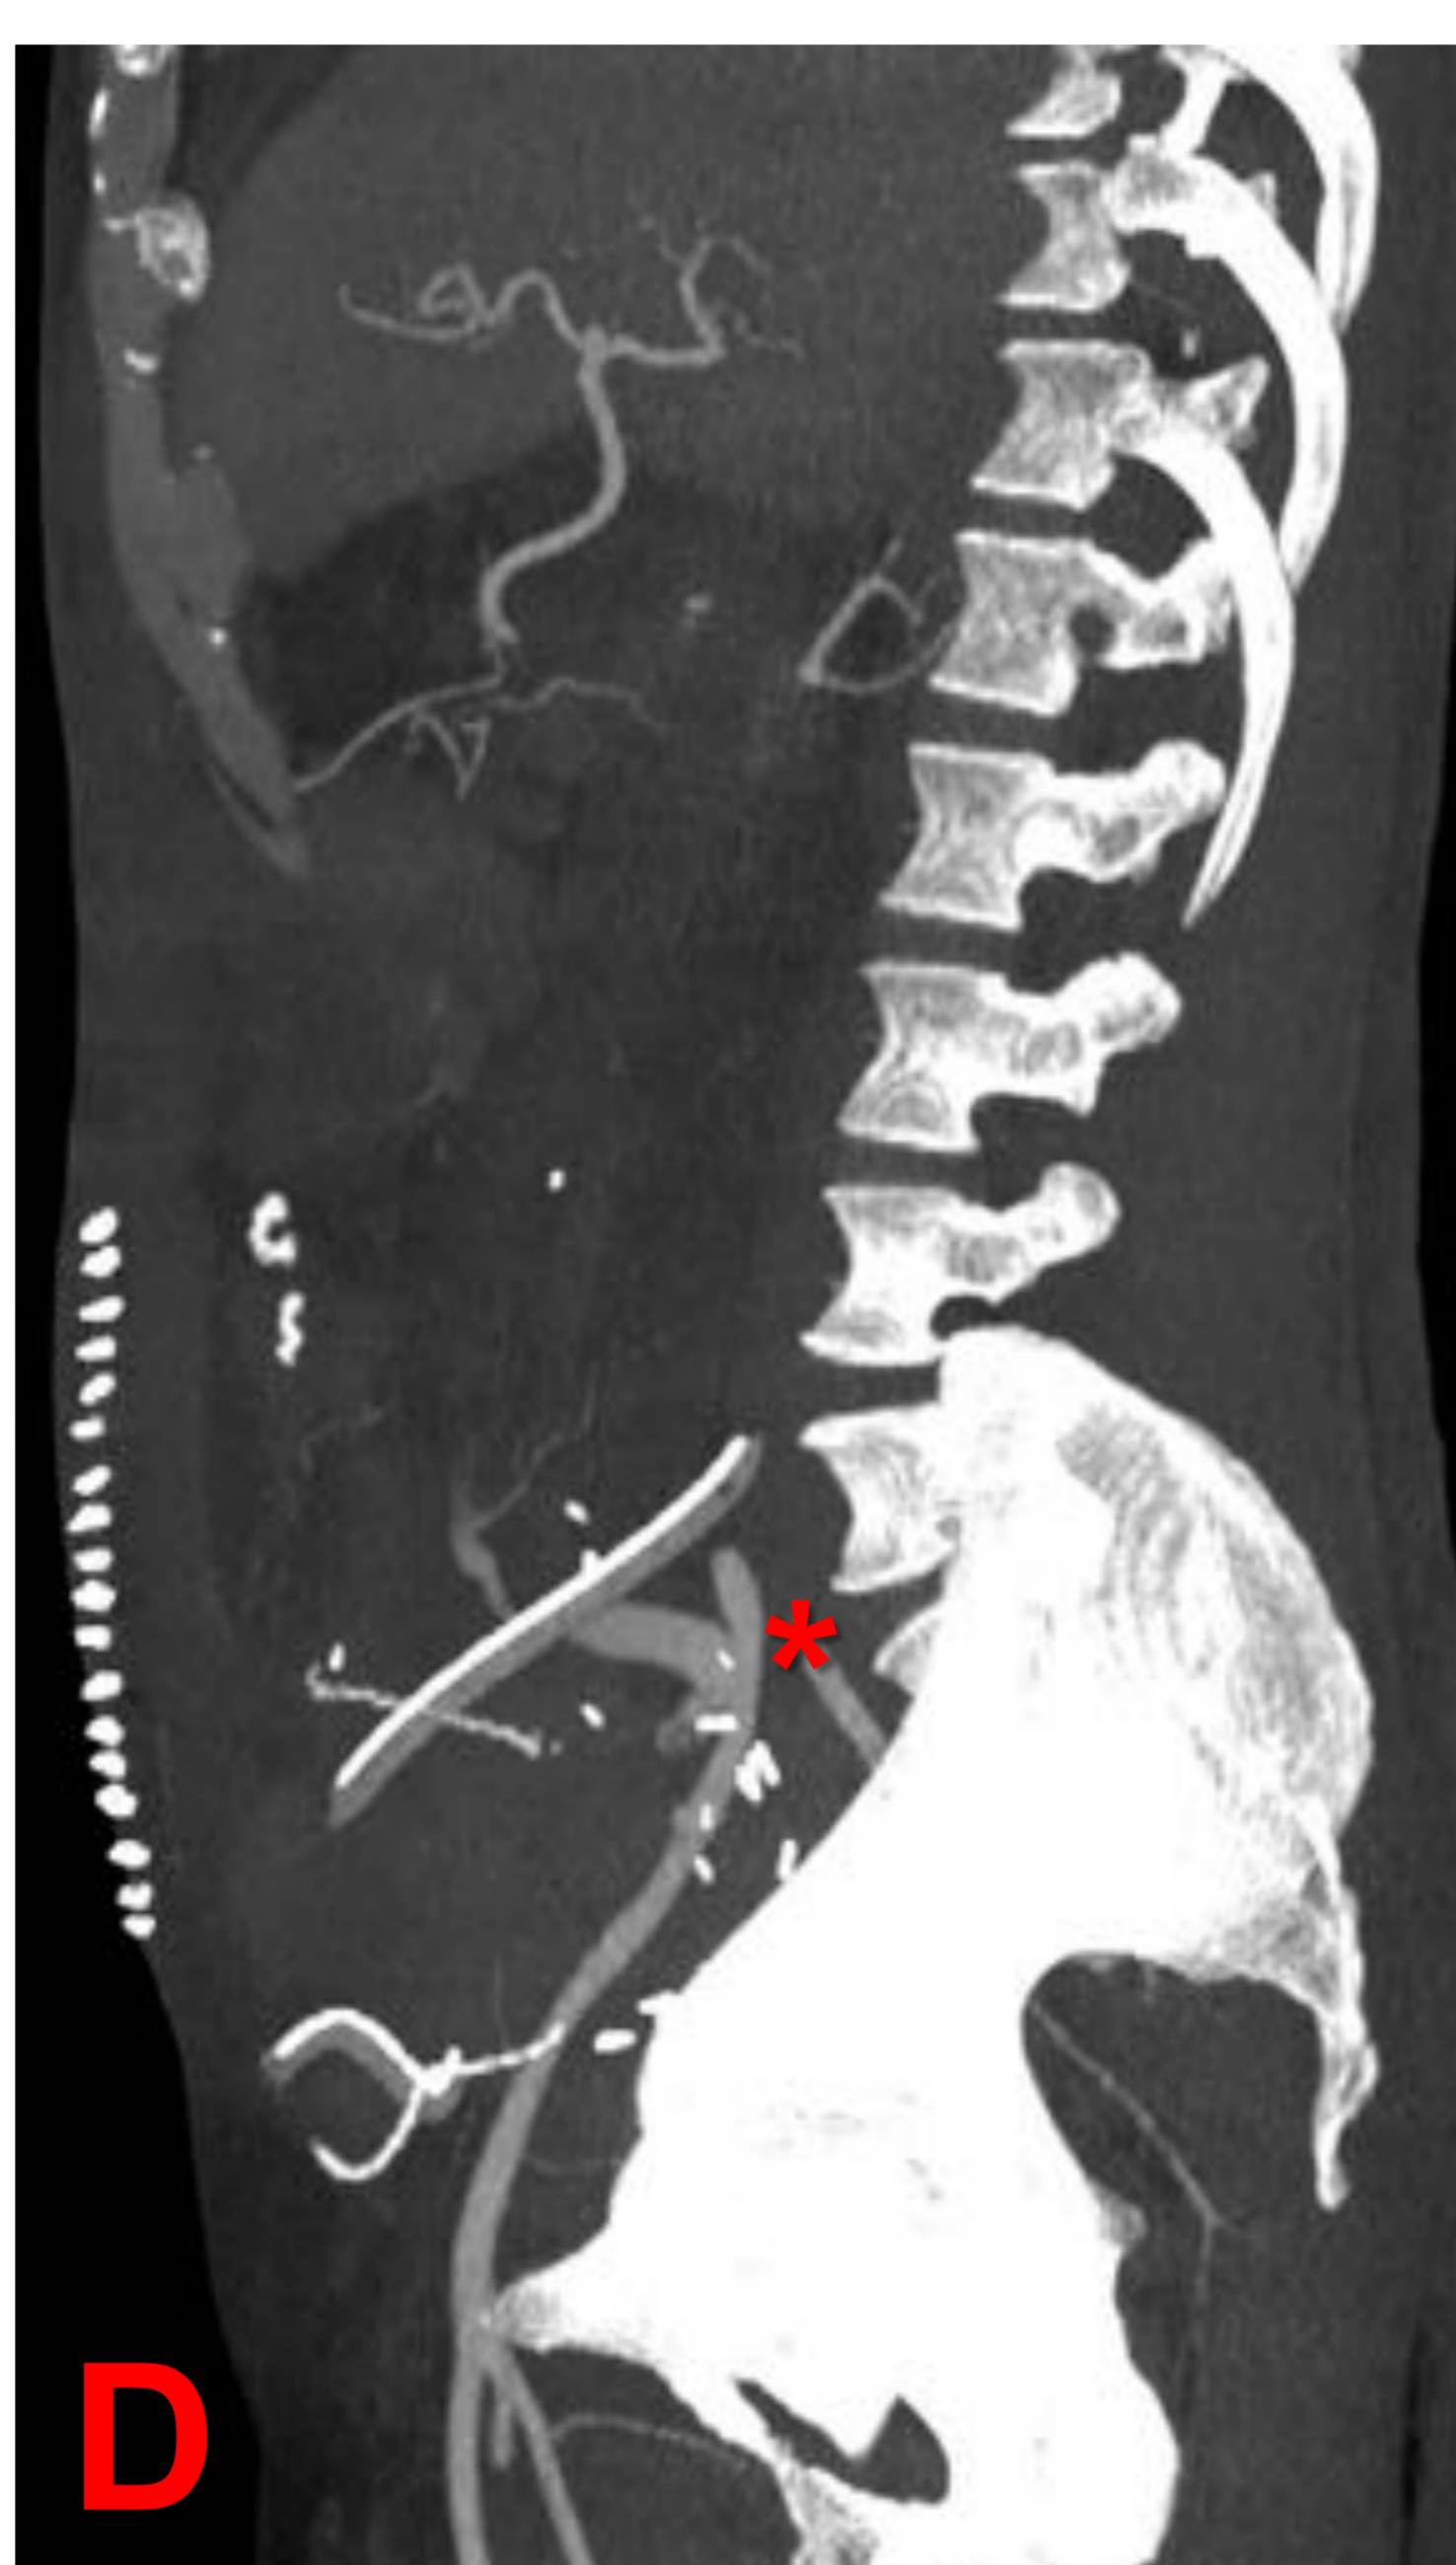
Imágenes A, B, C, D y D: TC en paciente en postoperatorio reciente de trasplante RENOPANCREÁTICO
